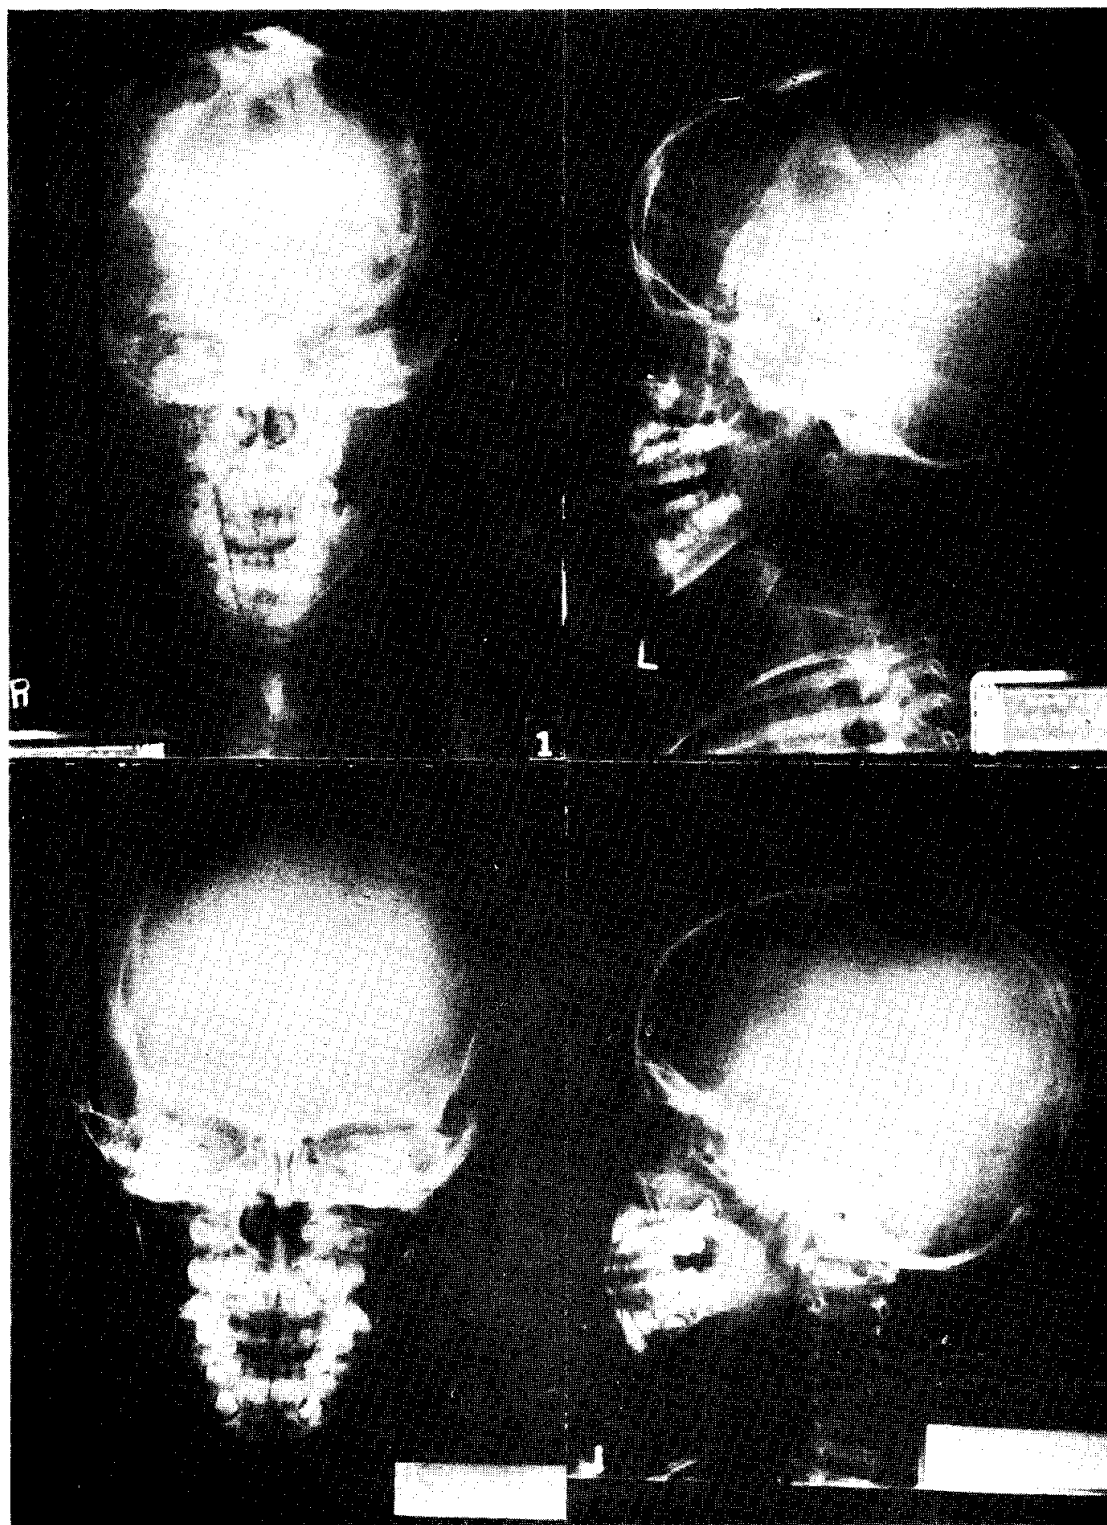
Skull X-ray of case 17: 1) before treatment, 2) after treatment.
